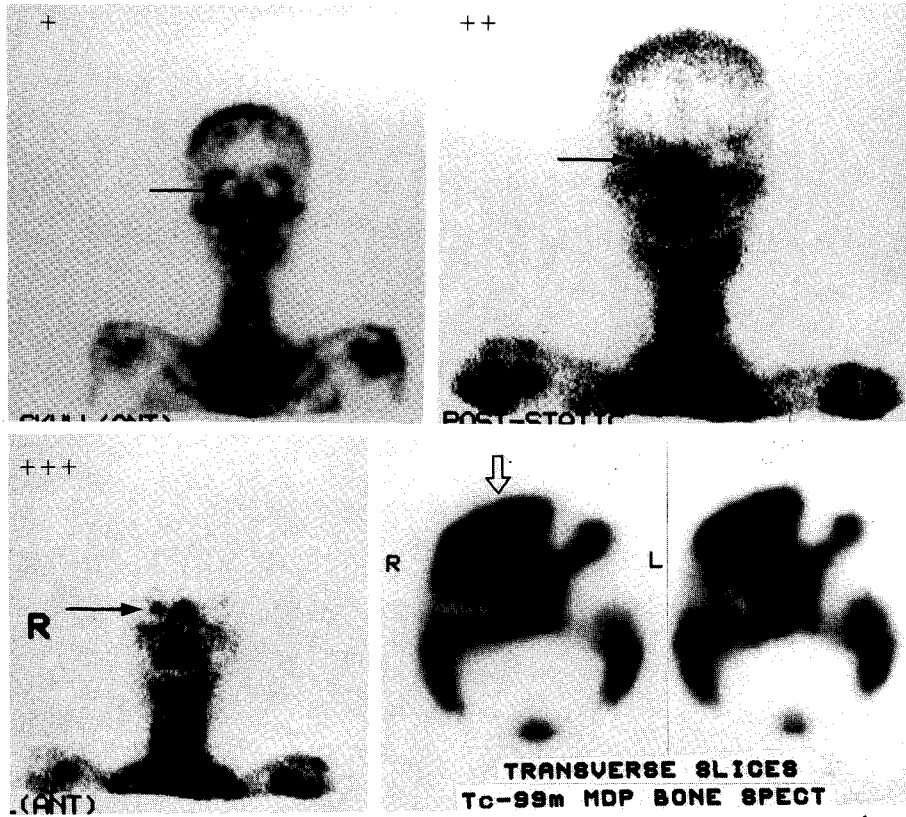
Demonstration of  $^{99m}\text{Tc}$ -MDP uptakes in hydroxyapatite ocular implants on planar and tomographic scintigrams. Arbitrary grading of  $^{99m}\text{Tc}$ -MDP uptake on the planar bone scintigraphy is as follows: += uptake less than maxilla, ++= uptake similar to maxilla, +++= uptake more than maxilla (similar to nasal bone).
